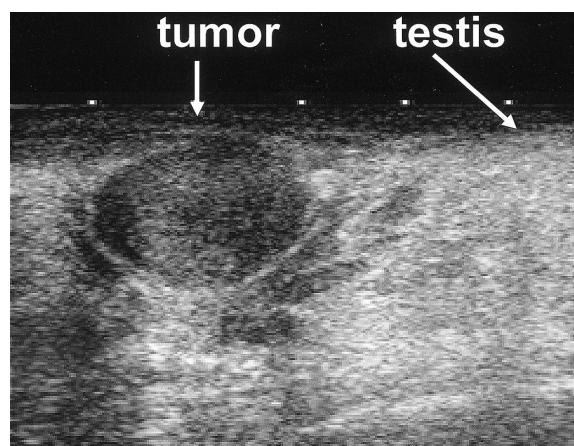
Ultrasonography revealed a relatively low echogenic and homogenous tumor beside the left testis.
